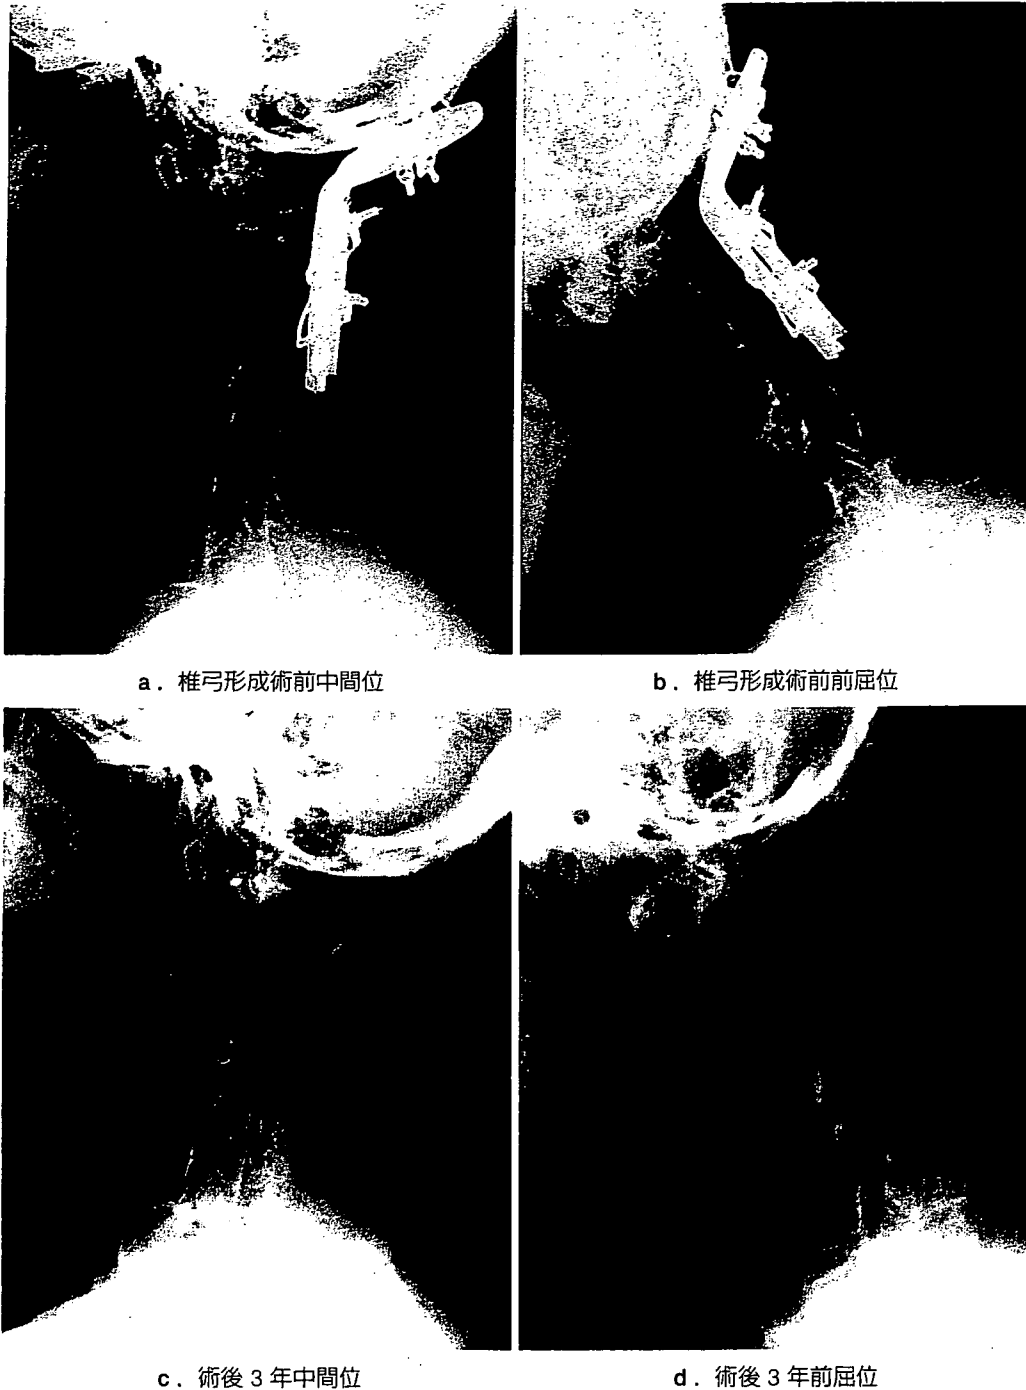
症例1. 47歳, 女. 非ムチランス型RA. X線像
